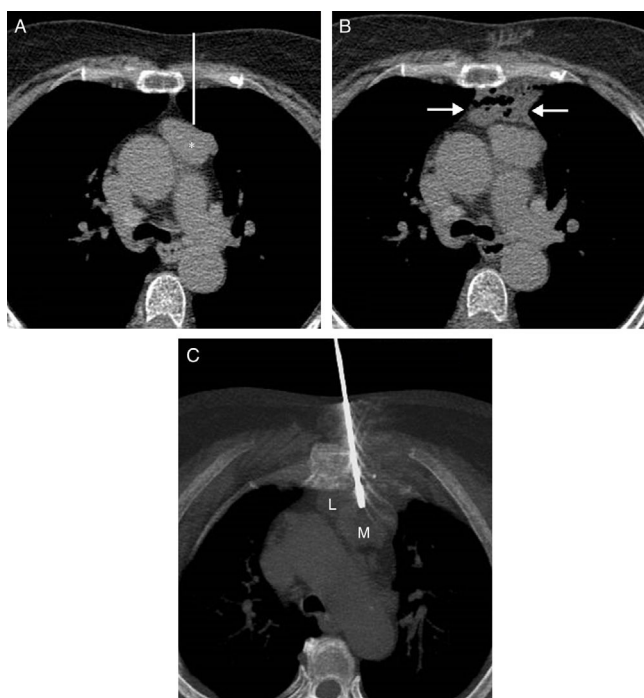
A) Imagen axial de la TC de tórax en la que se observa una masa en mediastino anterior (asterisco). La línea blanca señala el trayecto teórico de la aguja de biopsia desde la pared torácica anterior hasta la masa mediastínica, atravesando la superficie pleural y el parénquima pulmonar izquierdo. B) Imagen axial de la TC de tórax en la que visualiza la creación de una pequeña colección de líquido (flechas) entre la pared torácica anterior y la masa mediastínica. C) Imagen axial de proyección de máxima intensidad de la TC de tórax en la que se observa la aguja de biopsia atravesando la colección de líquido (L) y alcanzando la masa mediastínica (M).
